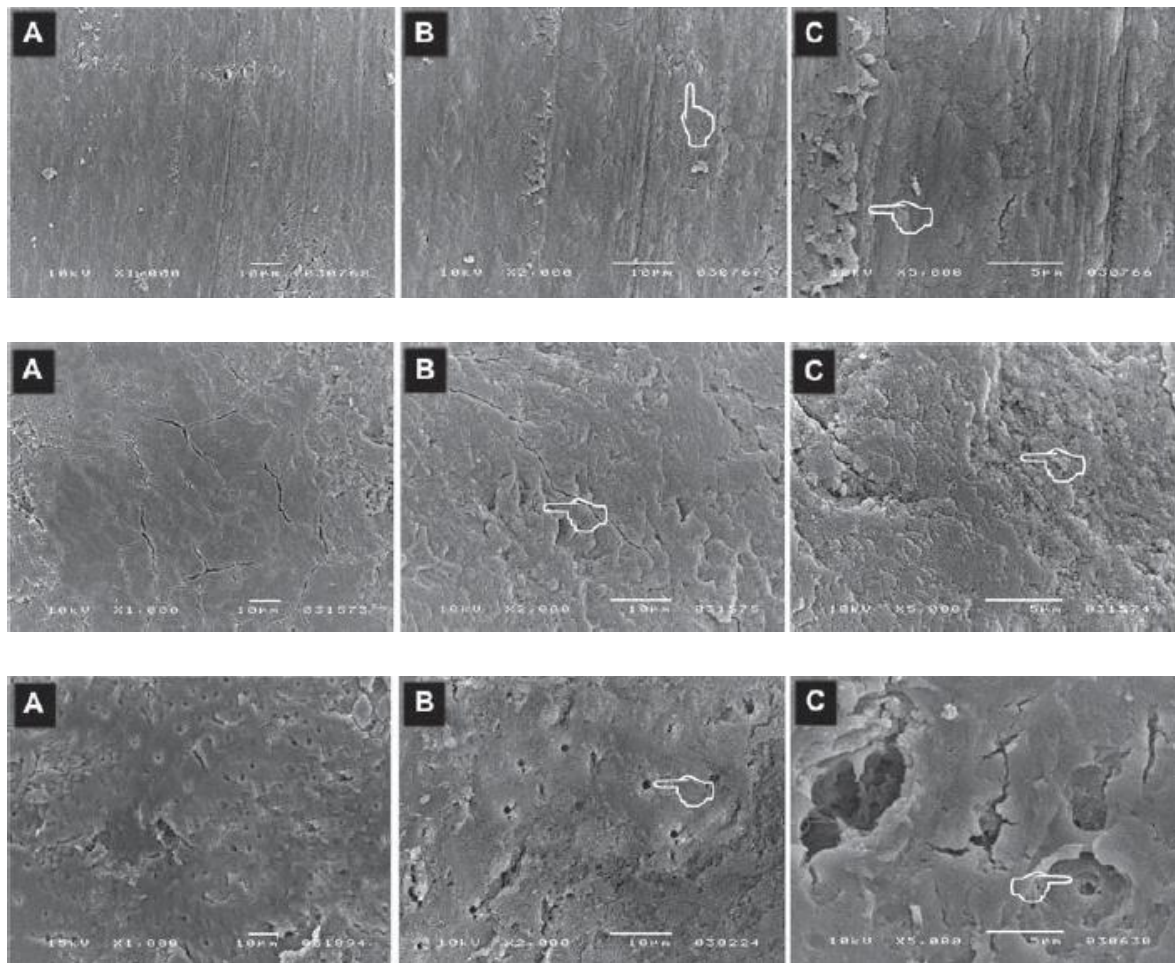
Etat de surface radiculaire au MEB (A = $\times 1,0$, B = $\times 2,0$ et C = $\times 5,0$) après l'utilisation d'une curette (images hautes), d'ultrasons piézoélectriques (images moyennes) ou en combiné (images basses)
